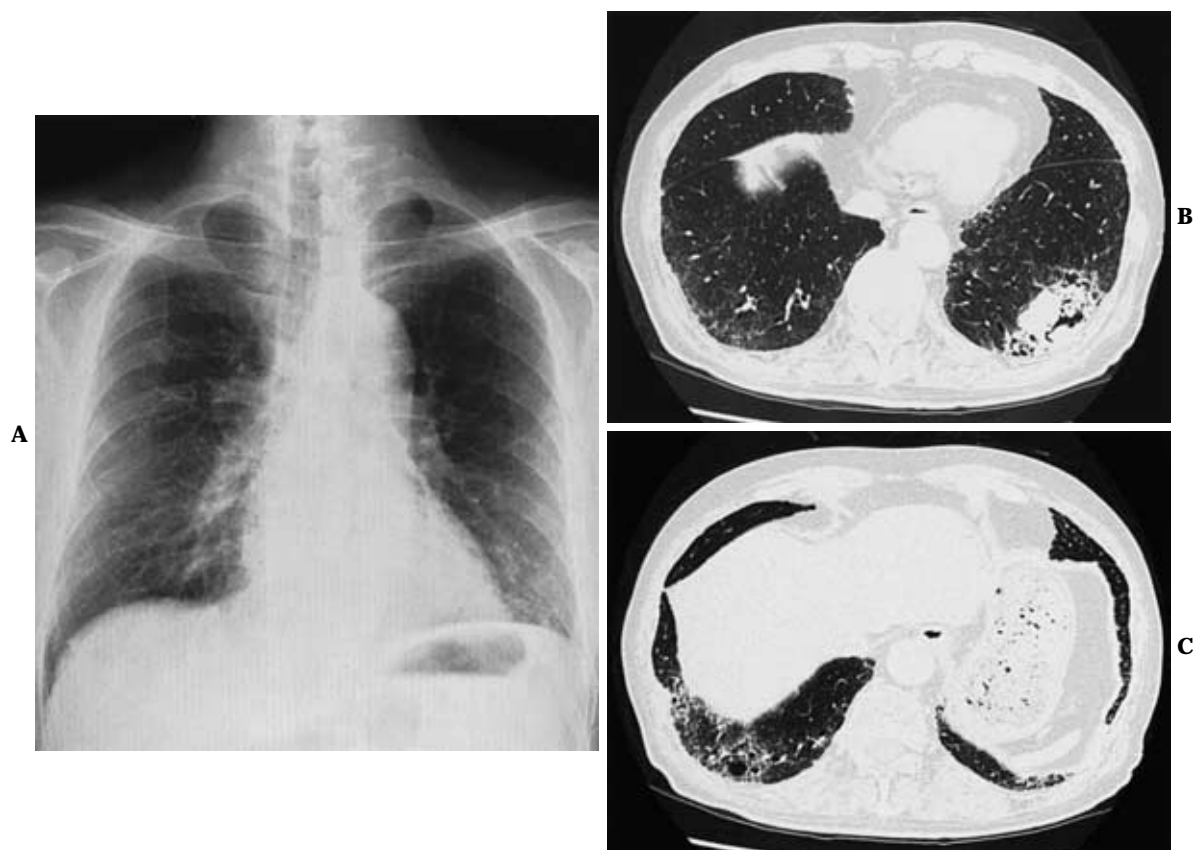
A. Chest X-ray film on admission (April, 2003) showing a hypolucent area in the left lower lung field. B, C. High resolution CT scan on admission demonstrating a nodule with small cavities in the left S⁹ (B), and reticular shadows in both lower lobes (C)
